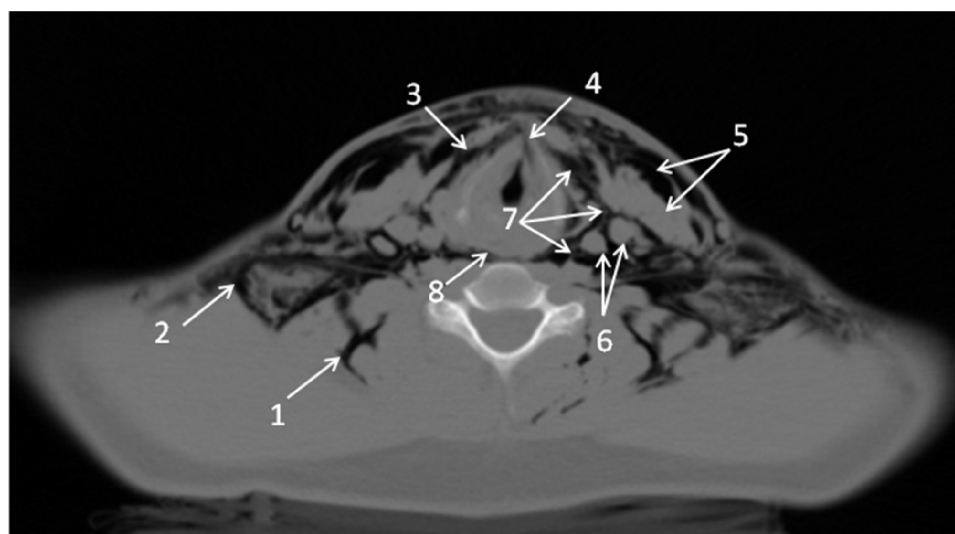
Secțiune CT la nivelul leziunii de trahee. Aria de răspândire a aerului a cuprins spațiile celulare anterioare și posterioare ale gâtului, inclusiv, cu ușurință s-a propagat de-a lungul pachetelor vasculonervoase. 1 – răspândirea gazului în lojele musculare cervicale posterioare; 2 – emfizem pe traiectul plexului cervical; 3 – spațiul celular pretraheal; 4 – nivelul leziunii; 5 – m. sternocleidomastoidian și gaz în teaca sa; 6 – a. carotidă com. și v. jugulară int.; 7 – emfizem visceral circular; 8 – spațiul celular retrovisceral.
